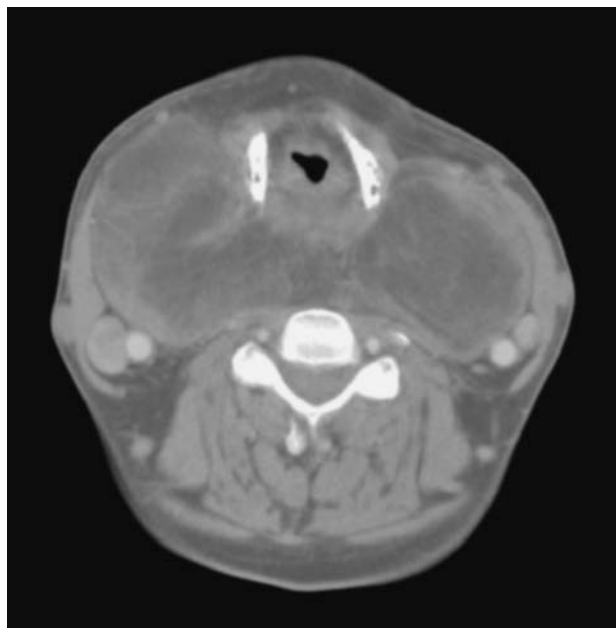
Tomografía computarizada que muestra gran bocio que comprime la tráquea y se introduce hasta la retrofaringe.
